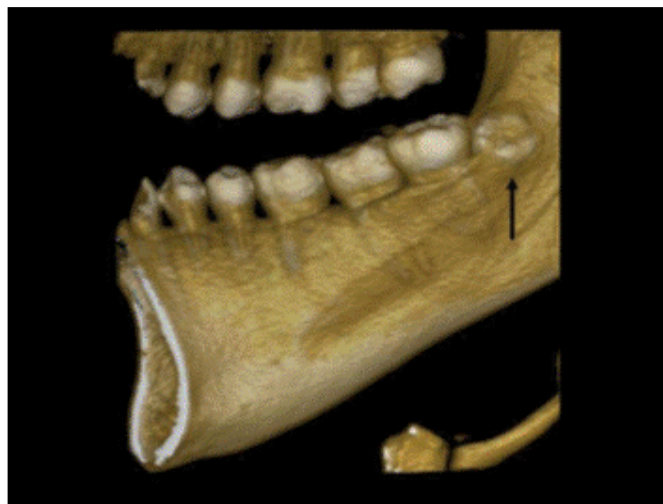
Tomografia computadorizada Cone Beam mostrando o quarto molar por meio da reconstrução em terceira dimensão da face lingual da mandíbula do lado direito. (indicado pela seta).
